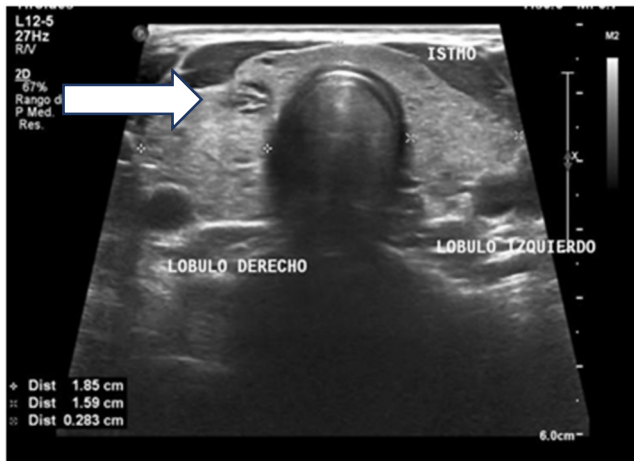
Ecografía en modo B, vista axial, de control, 9 meses post-ARF. Reducción significativa de tamaño del nódulo en el lóbulo derecho tiroideo (flecha).
